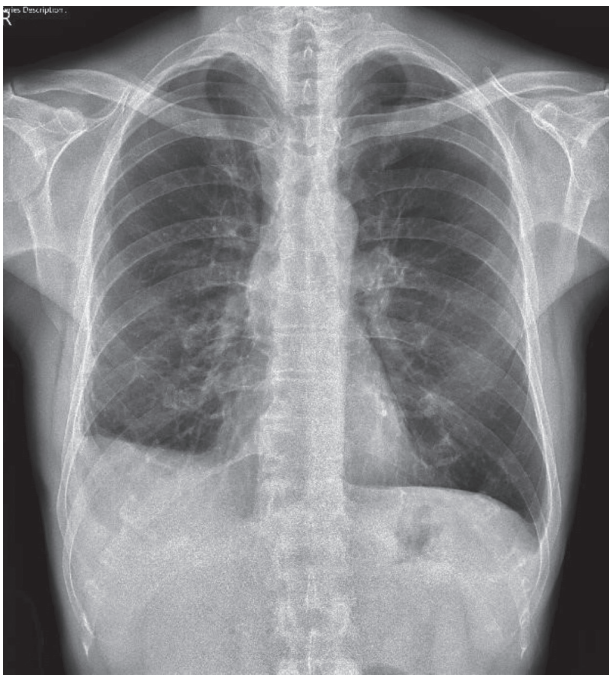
Persistent right-sided pleural effusion on chest X-ray at month
